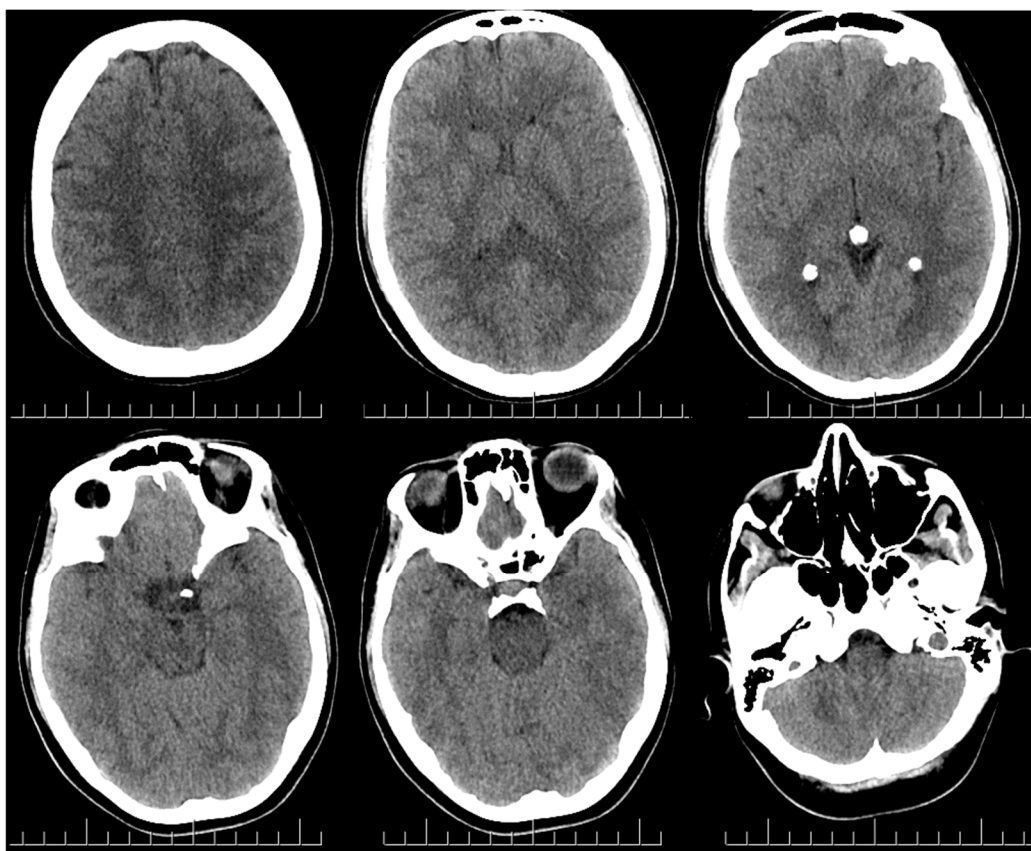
КТ-томограммы головного мозга в аксиальной плоскости. Выраженное симметричное сужение боковых желудочков (отмечено стрелками)
